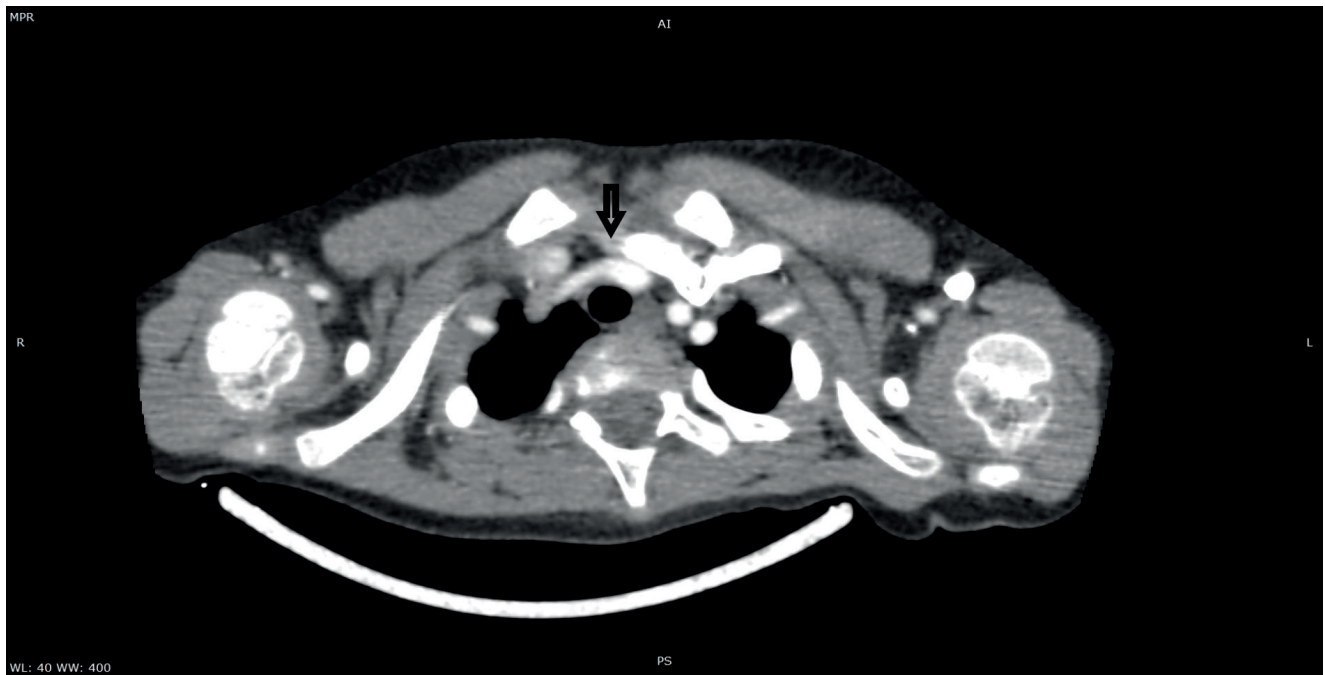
Esame TAC del polmone con mezzo di contrasto. Evidenza di arteria brachiocefalica destra che decorre a cavaliere della trachea con lieve impronta della sua parete anteriore
